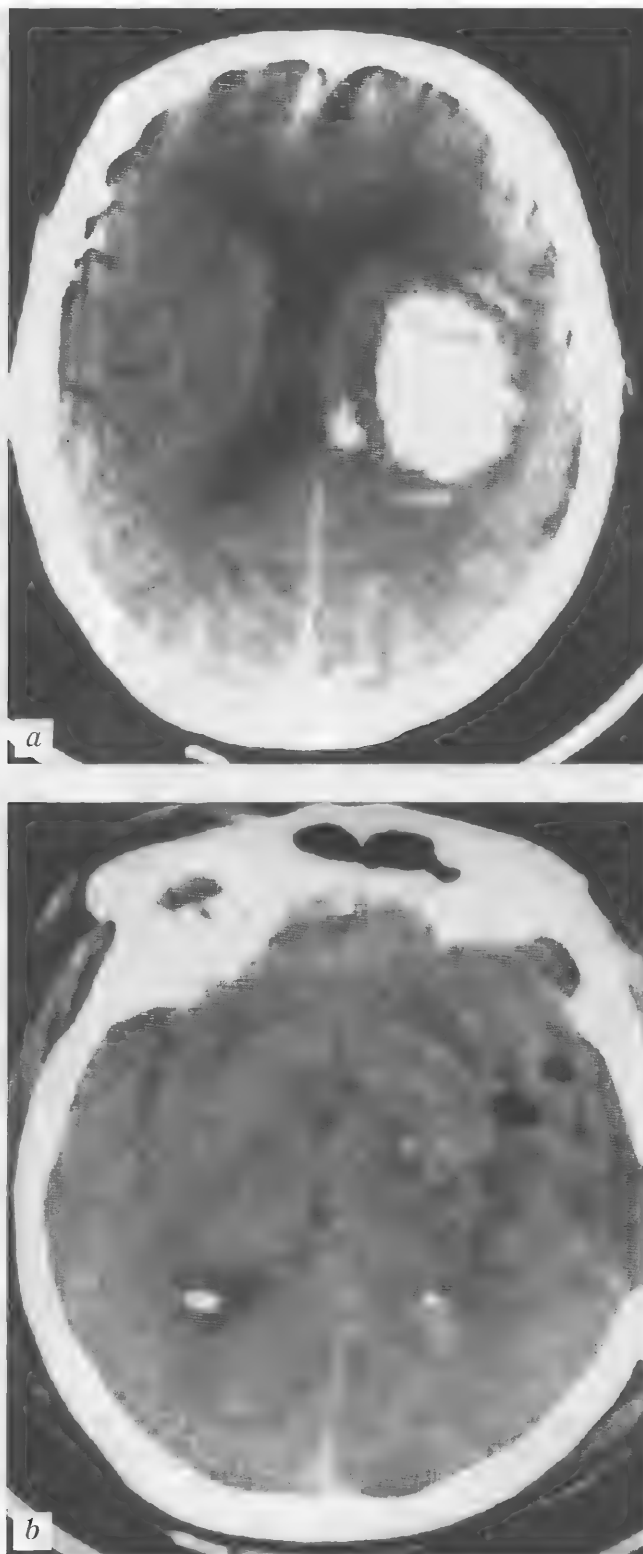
Больной А., 58 лет. Геморрагический инсульт с формированием внутримозговой таламо-капсулярной гематомы слева. Контроль оперативного лечения. Пункционное одномоментное удаление внутримозговой гематомы. КТ — *a, b*
